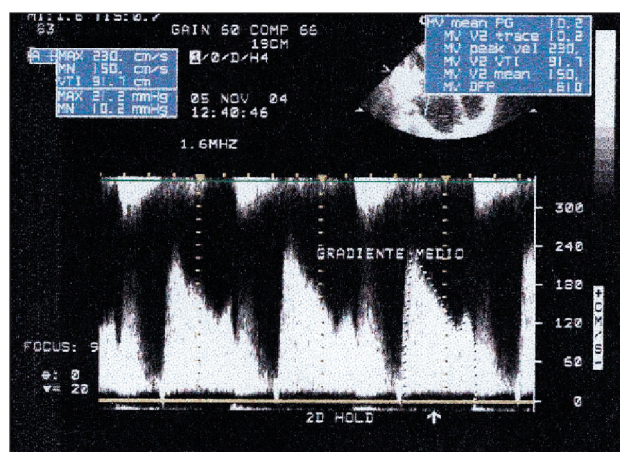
Gradiente transvalvar mitral médio. Curva espectral Doppler contínua transvalvar mitral com gradiente médio de 10 mmHg.
